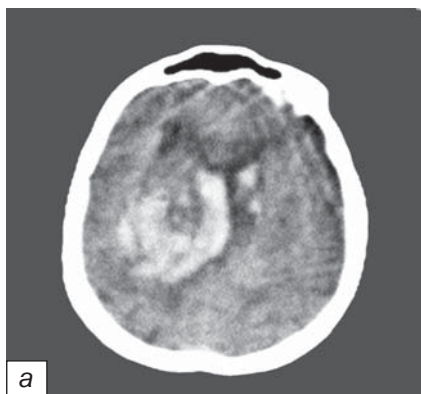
Трансформація КТ картини після повторної геморагії: а — субарахноїдально-паренхіматозний крововилив; б — субарахноїдально-паренхіматозно-вентрикулярний крововилив
